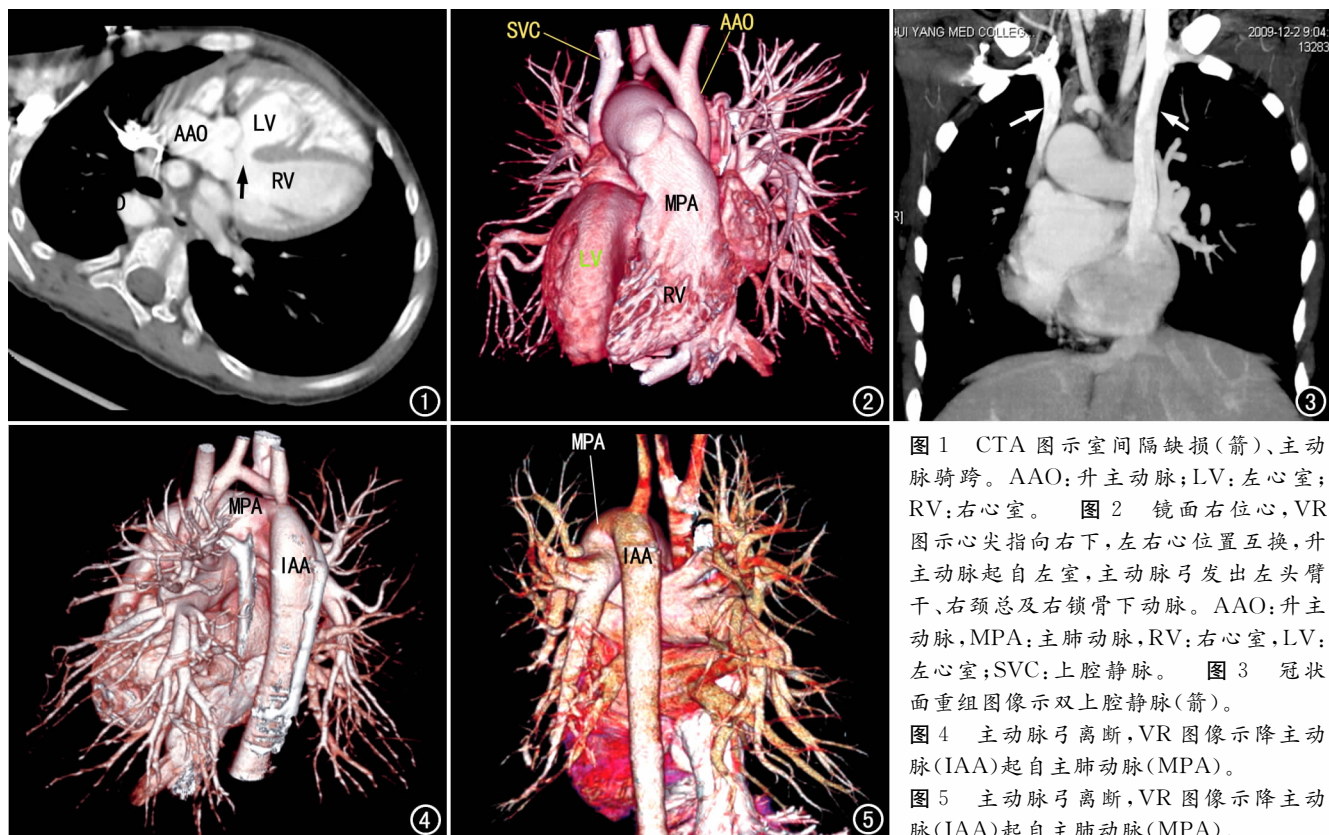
CTA 图示室间隔缺损(箭)、主动脉骑跨。AAO:升主动脉;LV:左心室;RV:右心室。图 2 镜面右位心,VR 图示心尖指向右下,左右心位置互换,升主动脉起自左室,主动脉弓发出左头臂干、右颈总及右锁骨下动脉。AAO:升主动脉,MPA:主肺动脉,RV:右心室,LV:左心室;SVC:上腔静脉。图 3 冠状面重组图像示双上腔静脉(箭)。图 4 主动脉弓离断,VR 图像示降主动脉(IAA)起自主肺动脉(MPA)。图 5 主动脉弓离断,VR 图像示降主动脉(IAA)起自主肺动脉(MPA)。
